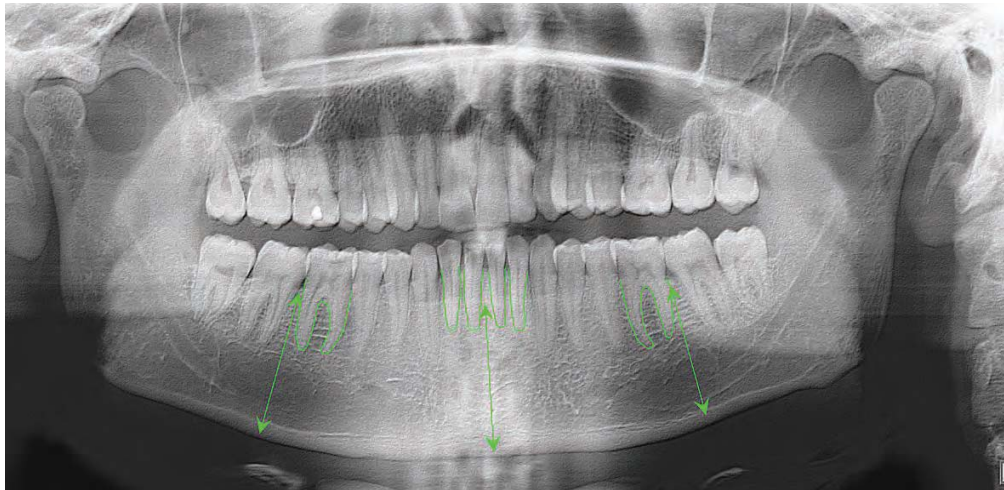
Якісні рентген-антропометричні ознаки товстого біотипу тканини пародонту: широкі та середньої довжини або короткі корені нижніх різців; округлі верхівки коренів різців та іклів нижньої щелепи; дрібний рисунок трабекул губчастої кісткової тканини; корені перших постійних молярів нижньої щелепи такі, що сходяться; співвідношення висоти альвеолярного відростку до висоти тіла альвеолярного відростку в бічних ділянках приблизно 1:1.
